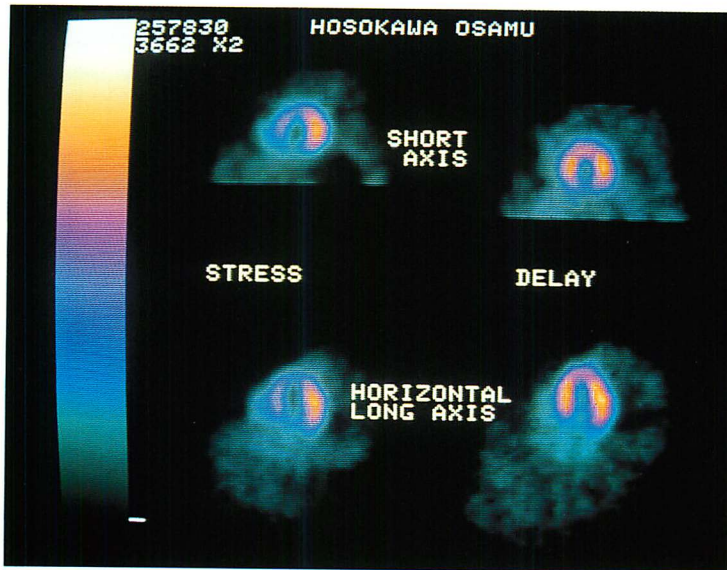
Representative thallium-201 scintigrams with precordial ST depression (Case 1).
